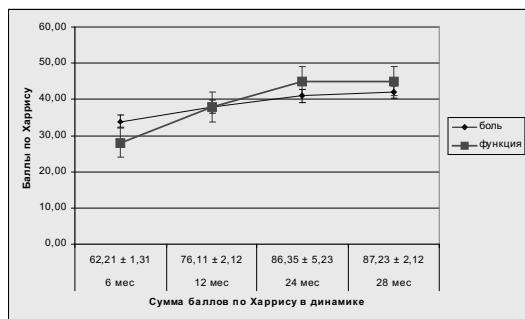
Динамика изменения функционального состояния оперированного сустава и болевого синдрома у пациентов после перенесенной ревизионной ацетабулопластики с установкой антипротрузионных конструкций.
